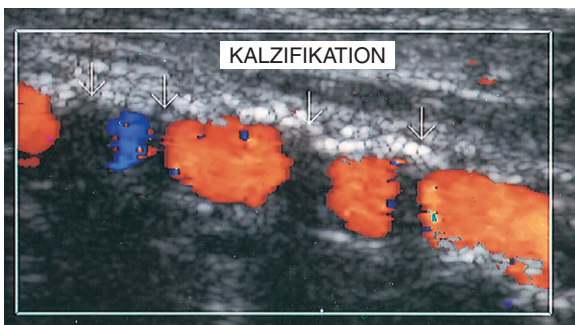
Ein kalzifiziertes Atherom (Pfeile) in der AFS führt in Teilen des Gefäßlumens zur Auslöschung des Farbdopplersignals.
